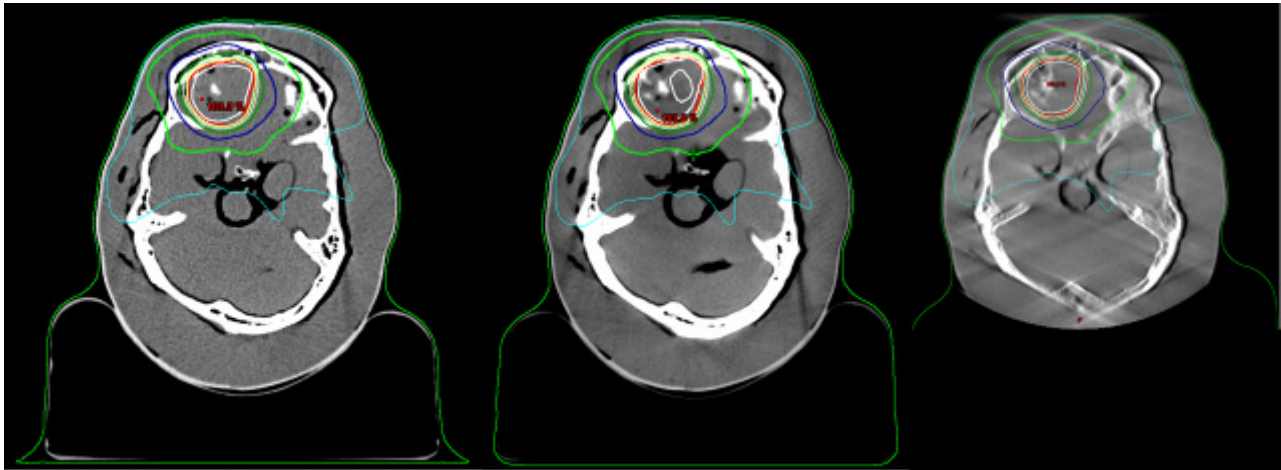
Dosis-Verteilung im Kopf-Phantom: BSP CT (links); CBCT Pelvis (mittig); CBCT Short Thorax (rechts)
